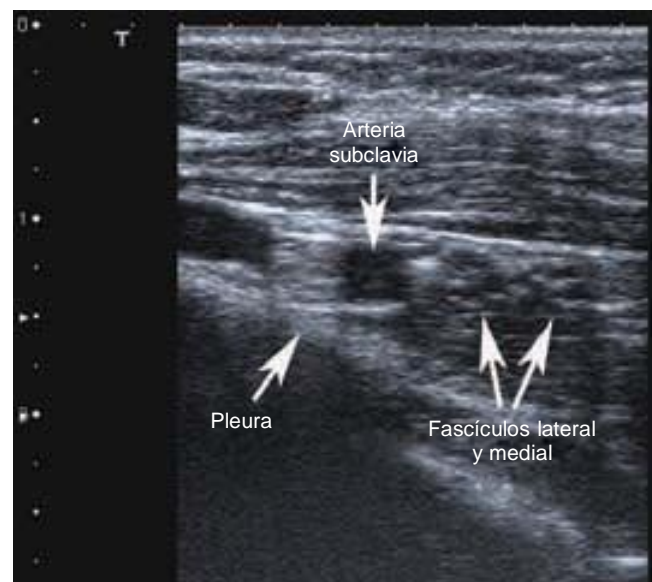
Visualización ecográfica del área de punción durante bloqueo infraclavicular lateral del plexo braquial (lado izquierdo = medial); unidad de ultrasonido Toshiba Aplio con sonda lineal de 12 MHz).
